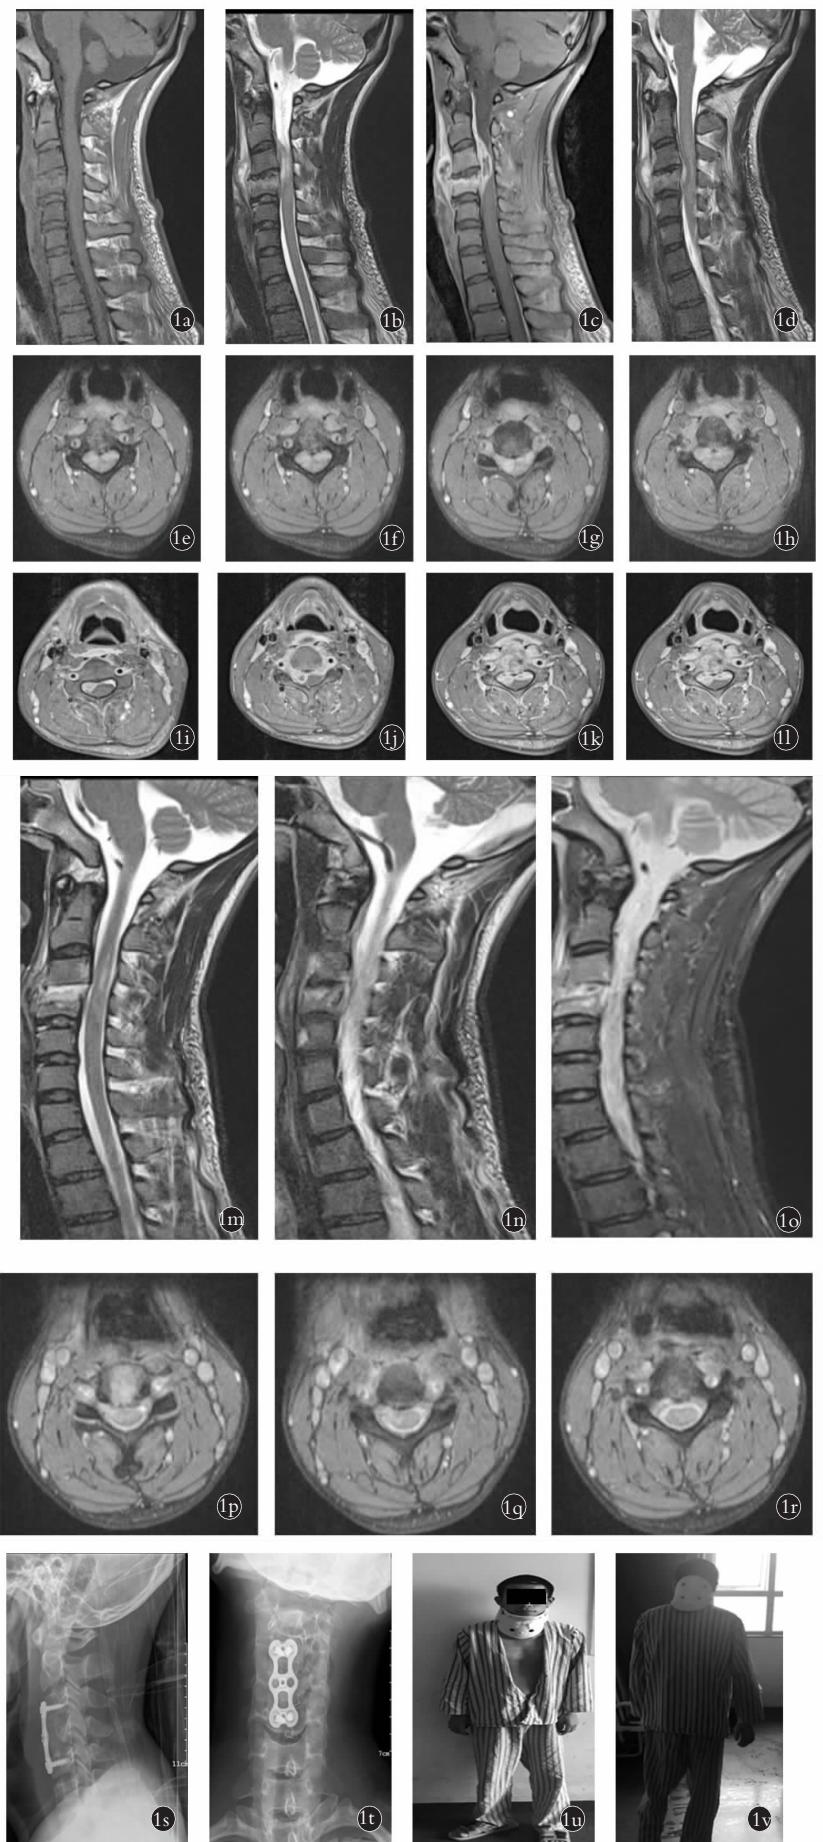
患者,男,27岁,颈椎布氏杆菌感染致四肢瘫。1a,1b,1c,1d. 颈椎 MRI 矢状位显示 C₃~C₄ 椎体和椎间盘破坏,椎管内硬膜外脓肿,T1WI 低信号,T2WI 和加压脂肪 T2WI 高信号,增强后明显强化。1e,1f,1g,1h,1i,1j,1k,1l. 颈椎 MRI 横断面显示 C₃~C₄ 椎体水平脊髓明显受压。1m,1n,1o. 治疗 1 个月后颈椎增强 MRI 矢状位显示 C₃~C₄ 水平椎管内硬膜外脓肿较早缩小,T1WI 呈稍低信号。T2WI 和加压脂肪 T2WI 表现为混杂高信号,强化。1p,1q,1r. 治疗 1 个月后颈椎 MRI 横断面显示 C₃~C₄ 椎体水平脊髓受压,脊髓压力降低。1s,1t. 术后 12 d 出院时颈椎正侧位 X 线显示患者 C₃~C₄ 水平椎前阴影明显减小,颈椎内固定在位,C_{3,4} 椎间隙高度可。1u,1v. 经术后康复患者恢复站立和行走功能,双下肢肌力正常。
